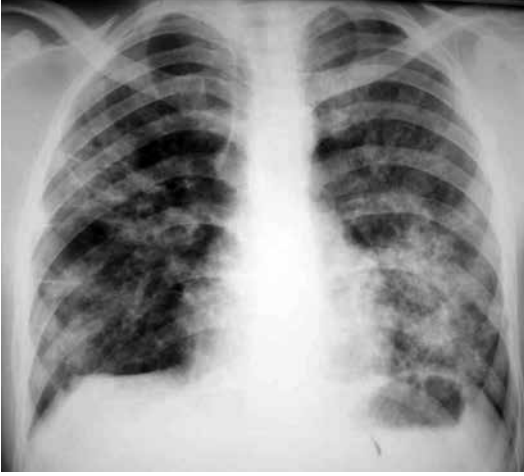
A,B.* Organize pnömoni tanılı hastada P-A radyografide konsolidasyon alanlarının periferik yerleşimli oldukları anlaşılamamakta, fakat konsolide alanların BT'de periferik yerleşim gösterdiği izlenmektedir.
